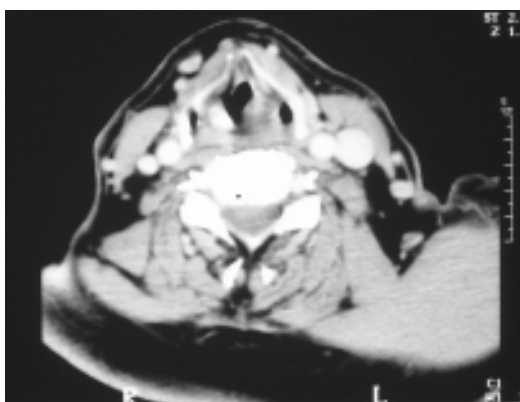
Imagen de TAC cervical, corte axial, en el que se observa la asimetría de las cuerdas vocales existente, con un discreto engrosamiento y acortamiento de la cuerda vocal izquierda, y un desplazamiento de la misma hacia la línea media
